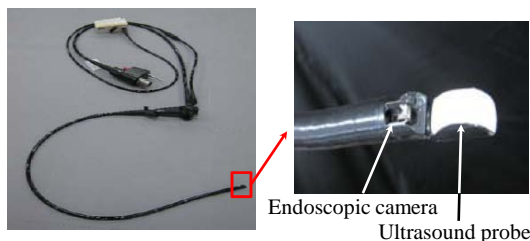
Endoscopic ultrasonography (EG-3780UTK, PENTAX)
